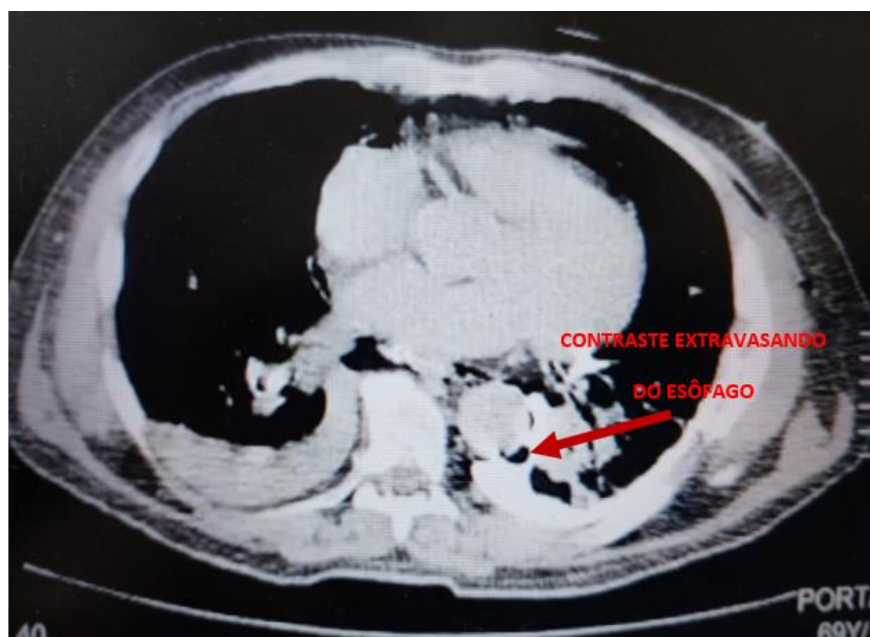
TC de tórax com extravasamento de contraste no esôfago.
